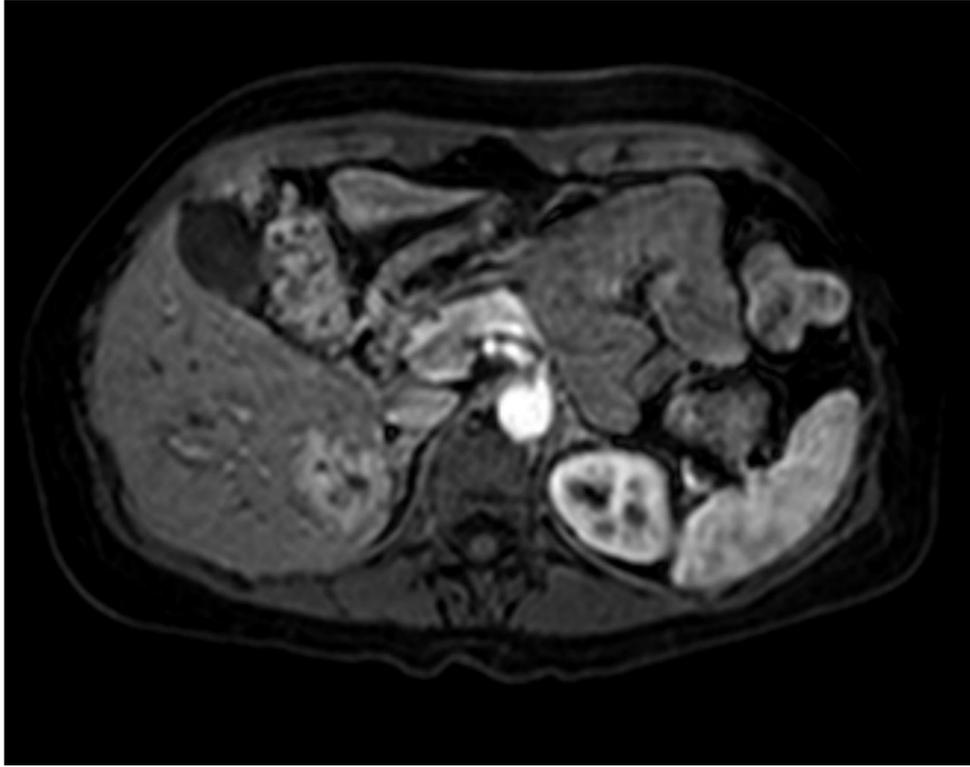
RM Fase arterial
